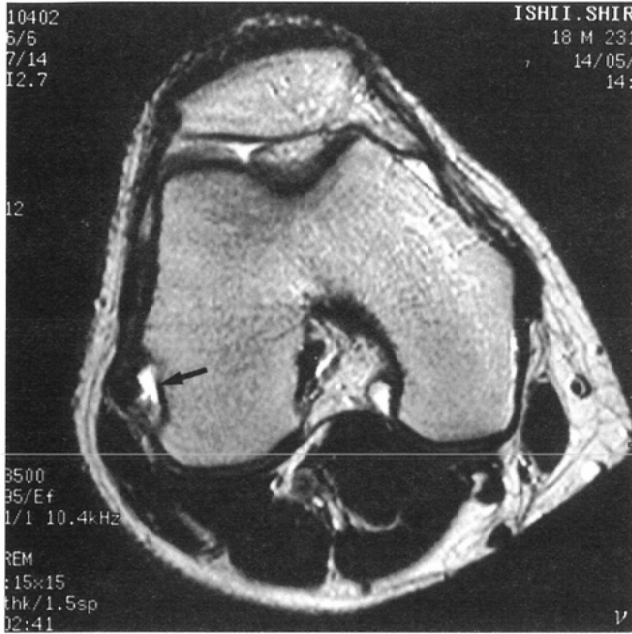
Axial MR image (FSE, TR/TE 3500/95, FOV 15 × 15 cm, 256 × 256 matrix, slice thickness 3.5 mm) of an 18-year-old man. A high signal intensity area with a longitudinal diameter of 10 mm is noted posterior to the femoral attachment of the popliteal tendon (arrow).
